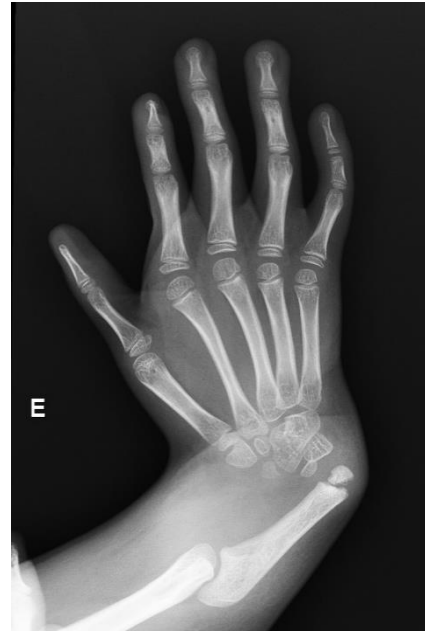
Radiography of forearm/hands right and left (upper images) and photograph (lower image) of case 2.
